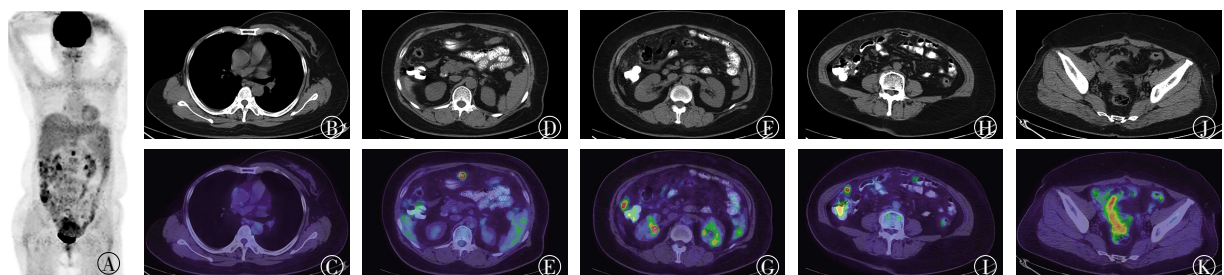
原发性腹膜浆液性癌患者(女性, 54 岁)¹⁸F-FDG PET/CT 图 图中, A: 全身 MIP; B、D、F、H、J: 受累病灶横断位 CT 图, 依次为乳腺区(B)、腹膜(D、F、H、J); C、E、G、I、K: 受累病灶横断位 PET/CT 融合图; MIP: 最大密度投影。
